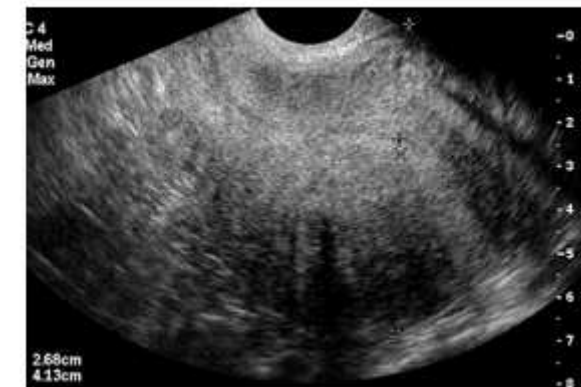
Sonographic signs of adenomyosis: a, b: globular uterus and asymmetric myometrial walls; c: thickening of the interface between the myometrium and endometrium; d: subendometrial hyperechoic striations.
